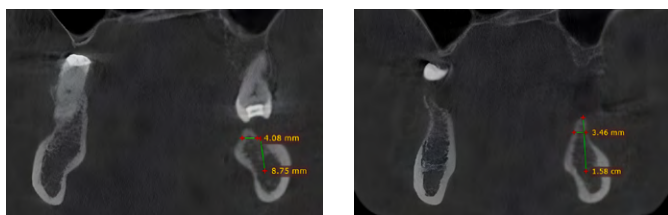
КТ нижней челюсти до лечения
